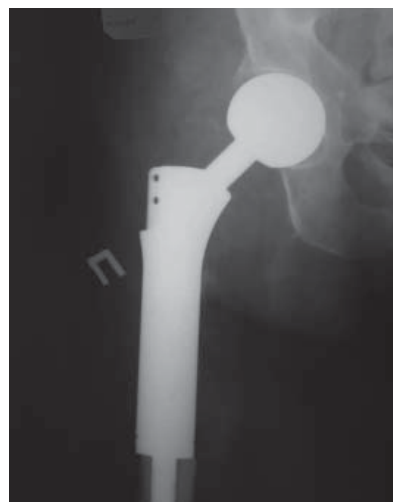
Рентгенограмма правого тазобедренного сустава после эндопротезирования правого тазобедренного сустава онкологическим эндопротезом
